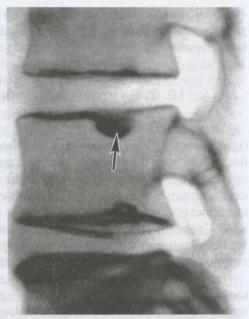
Рентгенограмма позвоночника, признаки остеохондроза — грыжа межпозвоночного диска в тело нижележащего позвонка (грыжа Шморля)
